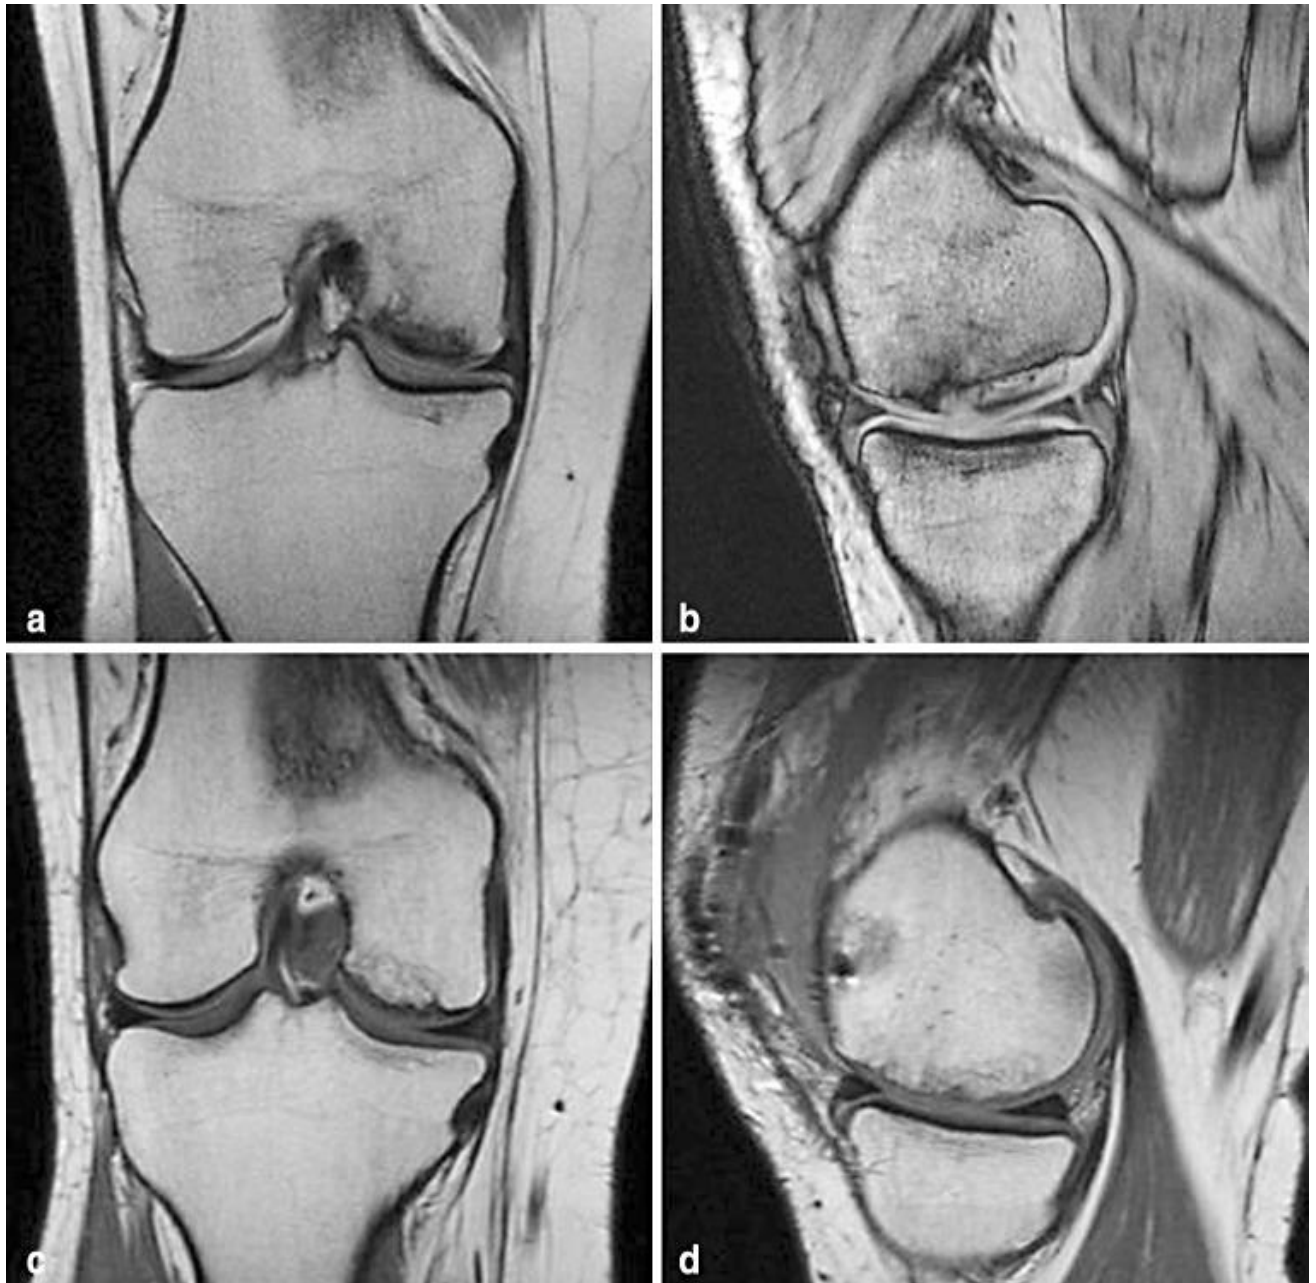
Όψεις MRI χονδρόπαθειας επιγονατίδας προσαρμοσμένη από Huang et al. 2015
